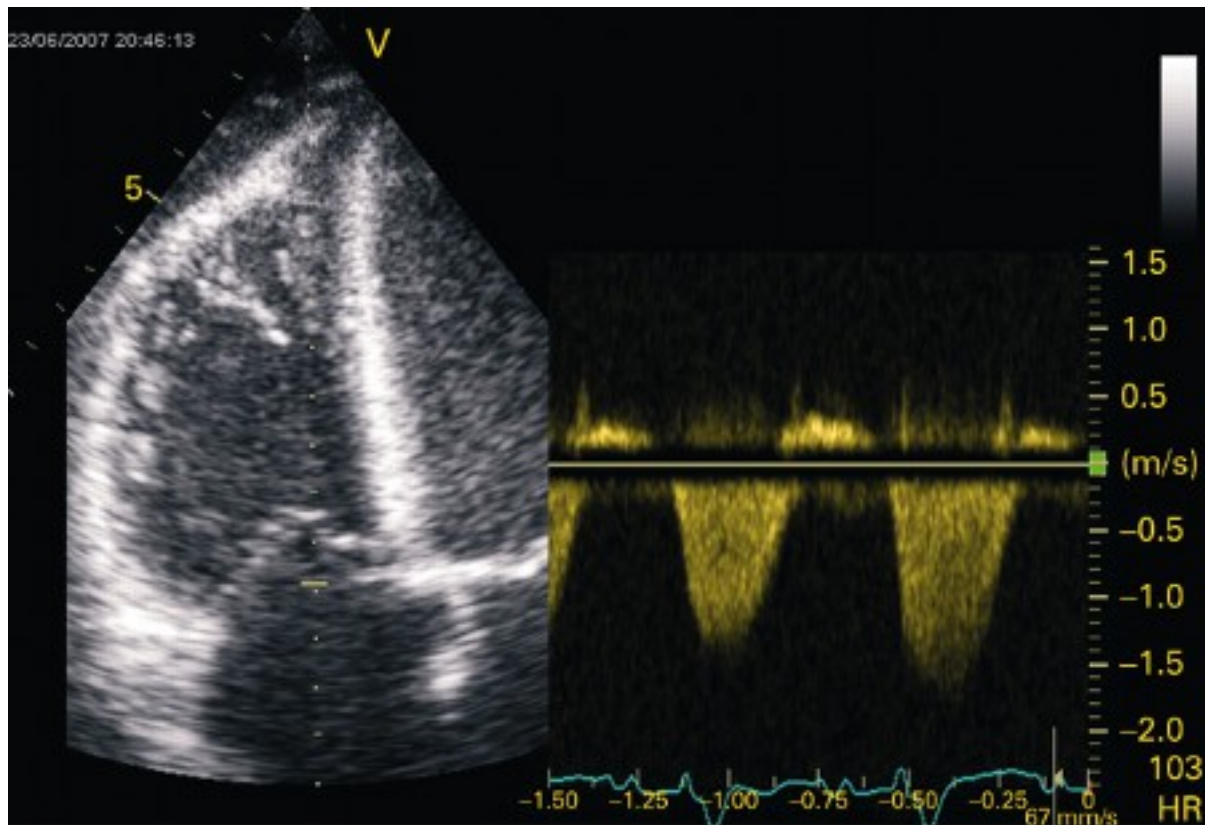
Ecocardiografia transtorácica em plano apical de 4 câmaras em paciente com miocardite. O ventrículo direito está dilatado com hipocinesia. Ocorre a presença de regurgitação tricúspide com redução no gradiente do Doppler de onda contínua, indicando insuficiência ventricular direita
